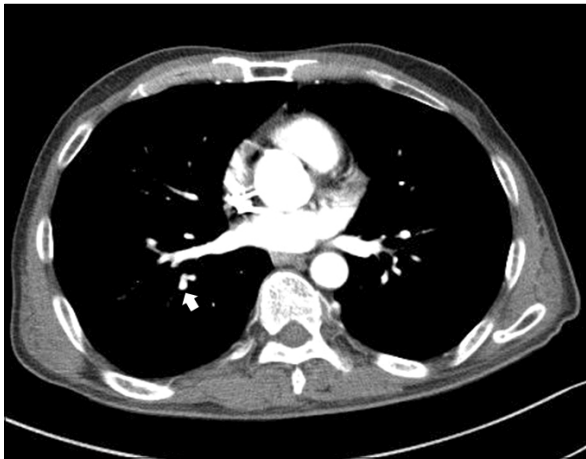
Chest CT scan two months later shows disappeared filling defects in pulmonary artery of right lower lung (arrow). CT: computed tomography.
